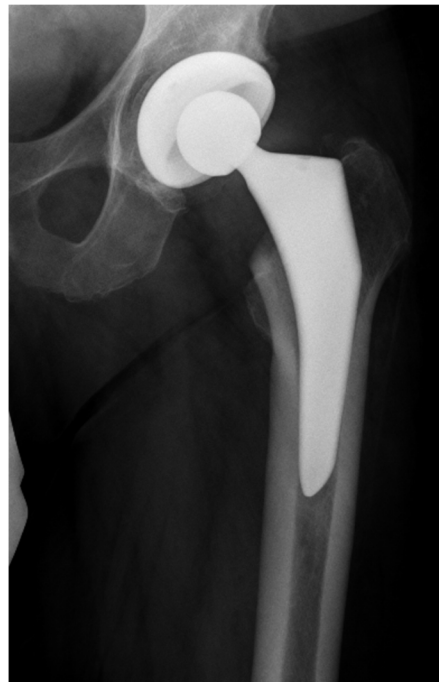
Röntgenbild einer Metha®-Prothese als Beispiel für eine Kurzschaftprothese
